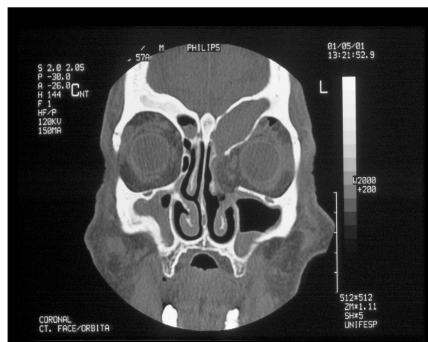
Corte coronal de tomografia computadorizada mostrando pansinusite e mucocele fronto-etmoidal.
